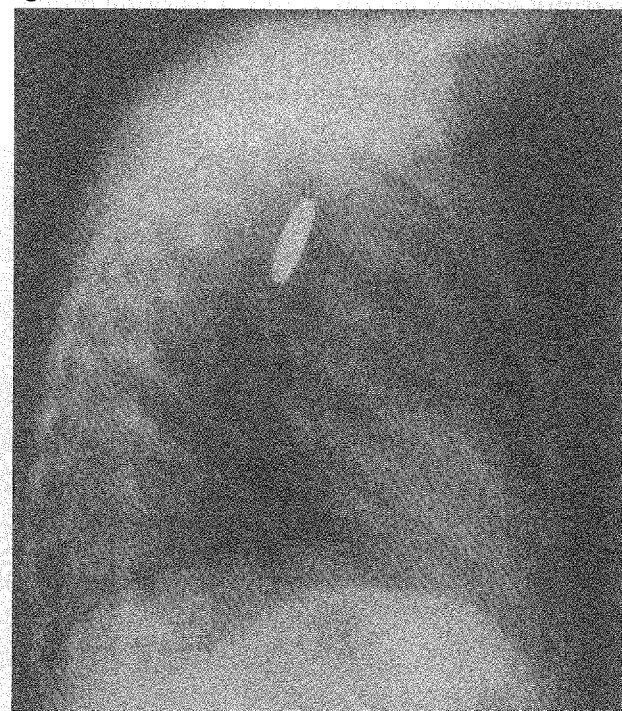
O monedă înghițită de un copil – radiografie de profil
